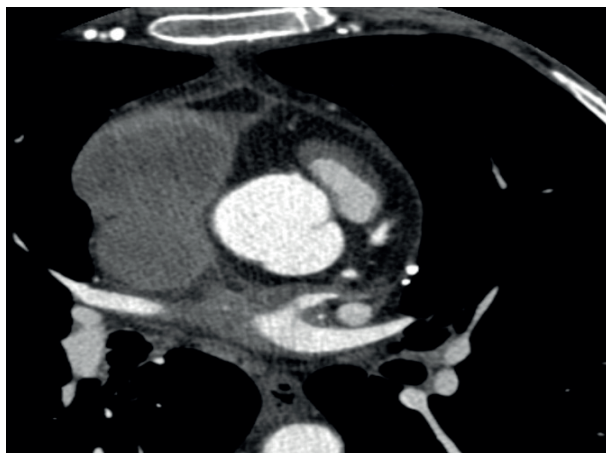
Angio-CT cardiac
